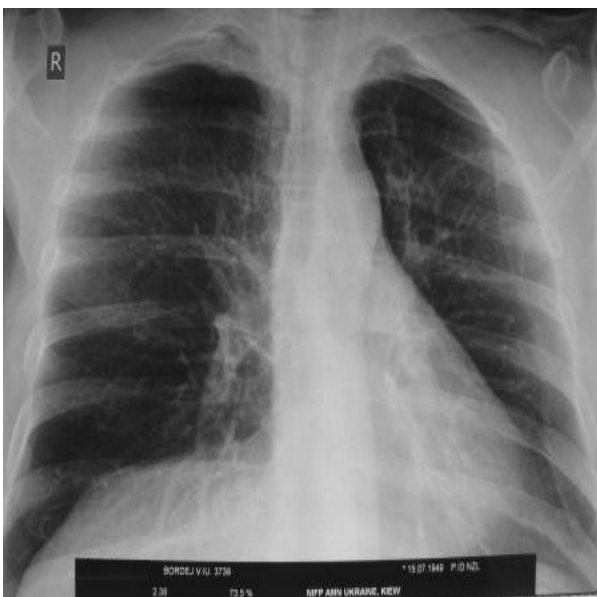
Рентгенологічне обстеження легень від 26.08.09.
